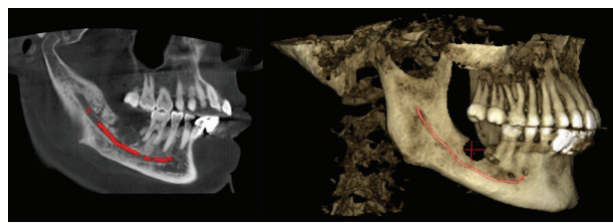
The appearance of the lesion on the CBCT sagittal section
